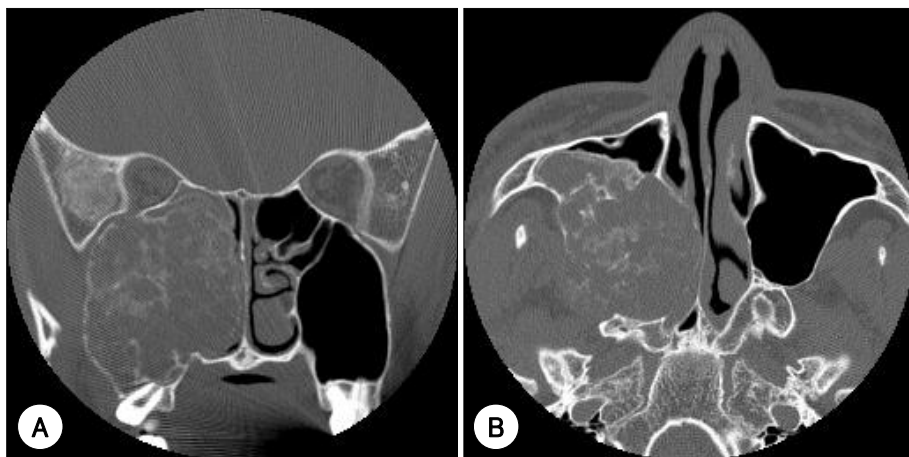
Preoperative paranasal CT images show lobulated contour mass lesion in right maxillary sinus with adjacent bone erosion and forming irregular septa with diffuse calcification. A : Coronal view. B : Axial view.
